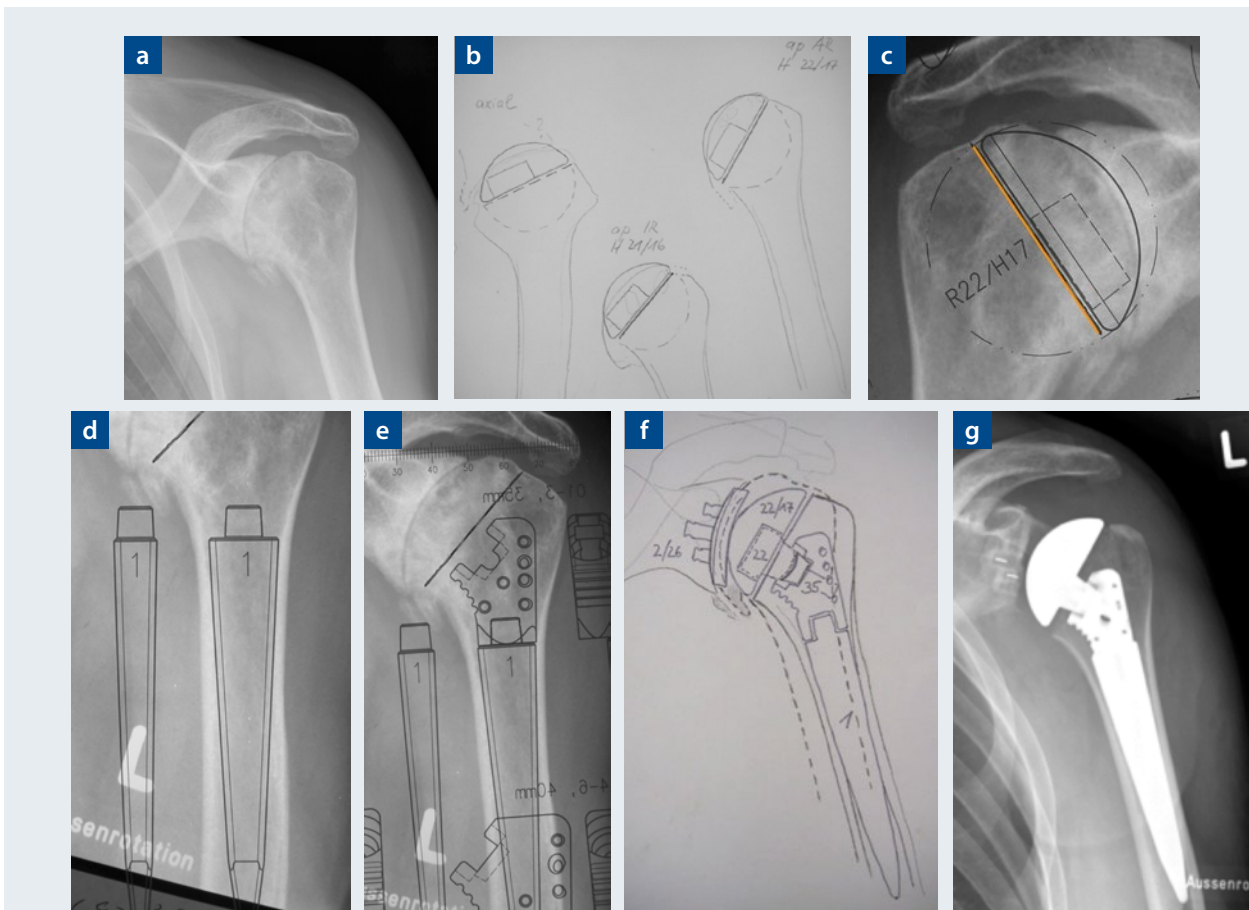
Planung am konventionellen Röntgenbild (Beispiel: Promos anatomisch, Firma Smith&Nephew): (a) a.p.-Röntgenbild einer primären Omarthrose mit komplett aufgehobenem Gelenkspalt; (b) zeichnerische Kopfplanung am axialen und a.p.-Röntgenbild; (c) Kopfgrößenmessung mittels Folie; (d) Schaftbemessung am a.p.-Röntgenbild; (e) Bemessung des metaphysären Aufbaus; (f) Komplettplanung mit Glenoid; (g) postoperatives a.p.-Röntgenbild.
